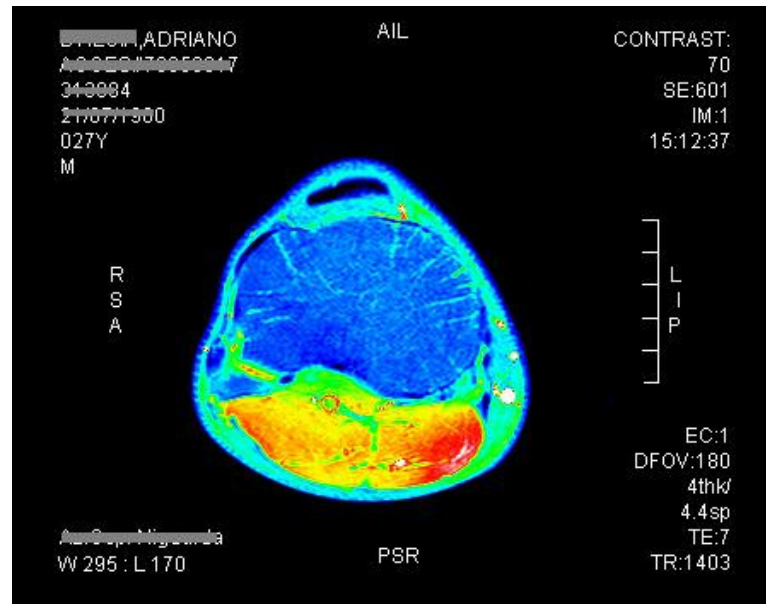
Immagine di RMN.
